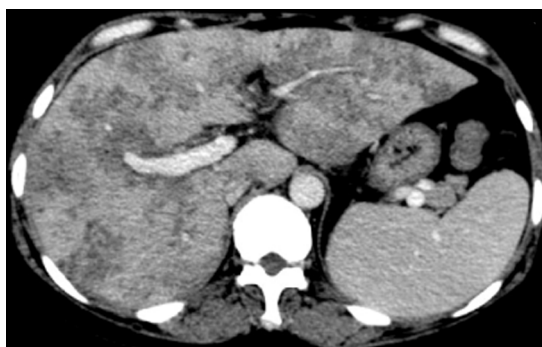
肝脏CT示增强后低密度区未见明显的早期强化样改变影,呈不均匀强化。
